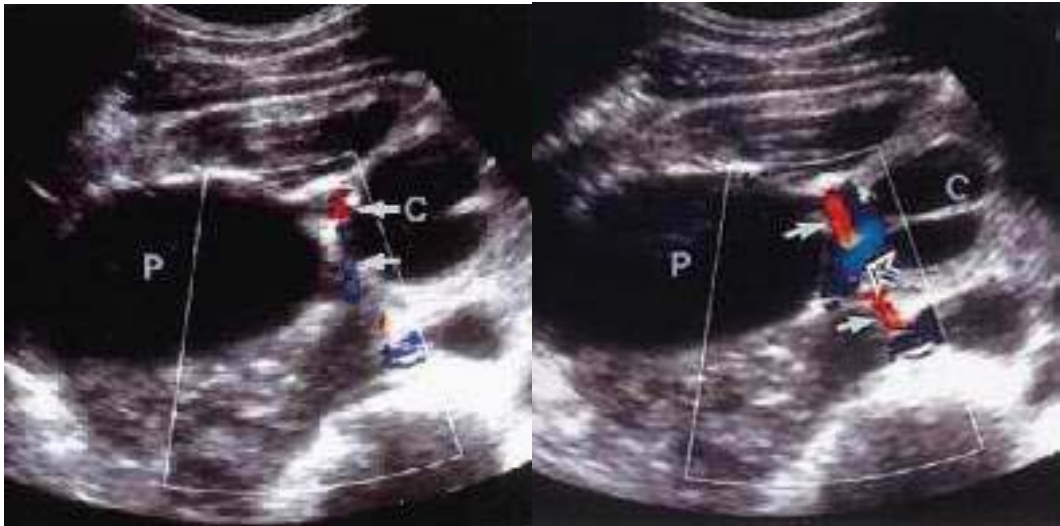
Détection d'un vaisseau polaire inférieur au Doppler couleur. A gauche : aspect initial au Doppler. A droite : renforcement du signal après injection de Levovist®. D'après (95).
